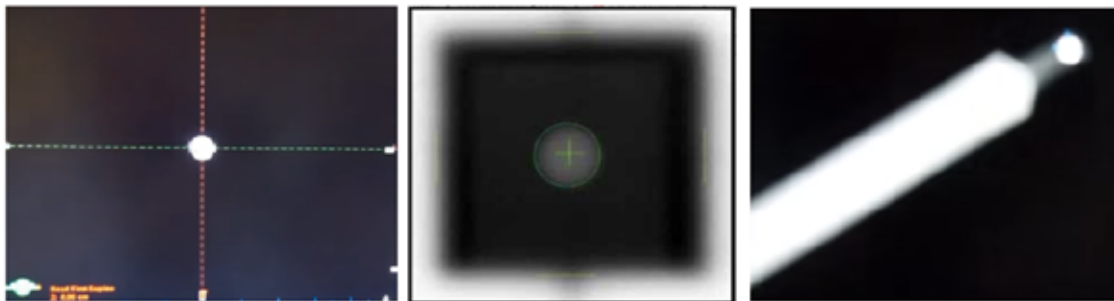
Imágenes de Test de Winston Lutz con esfera de plomo y usando: OBI kV CBCT (izquierda), EPID MV CBCT (centro) y ExacTrac (derecha). (Fuente: Pimenta Neves [126])
